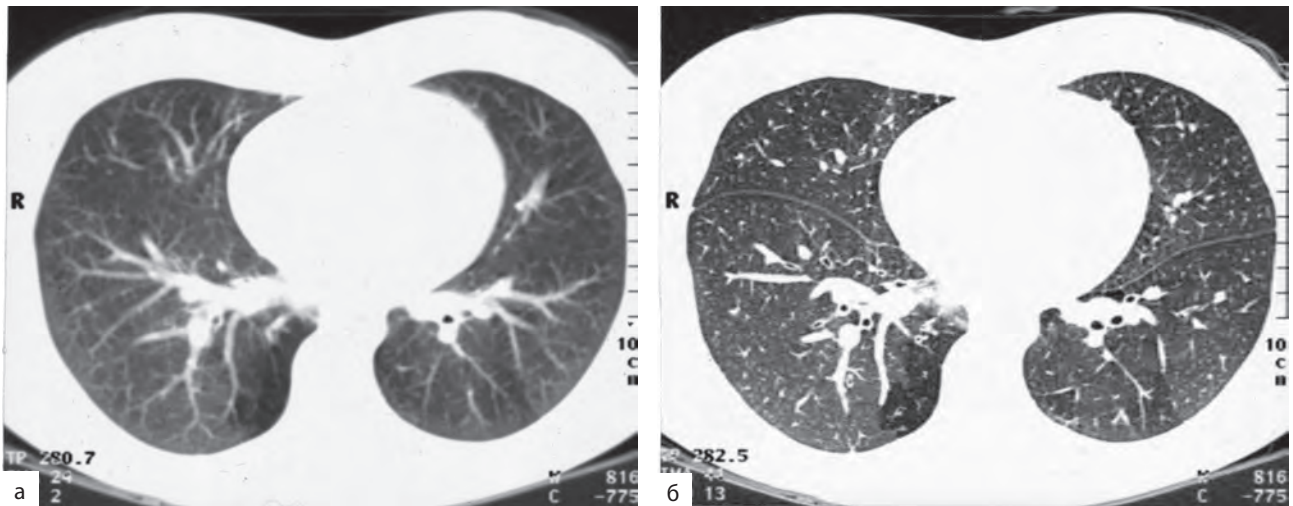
Компьютерная томография высокого разрешения. В сравнении с обычной компьютерной томограммой (а) использование технологии высокого разрешения (б) позволяет улучшить изображение мелких анатомических структур, таких как бронхи, сосуды и листки междолевой плевры
